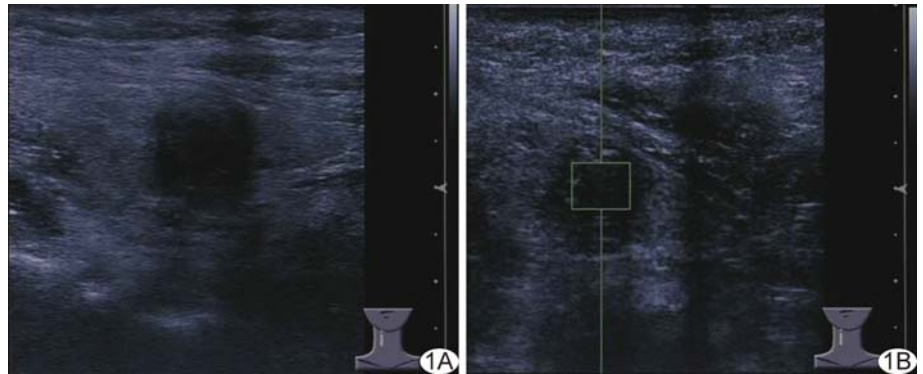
患者女,29 岁,结节性甲状腺肿 A. 常规声像图显示甲状腺右叶中段实性、低回声结节,形态不规则,诊断为 TI-RADs 4c 类; B. 超声 VTQ 成像示 VTQ 值 1.70 m/s,提示为良性
